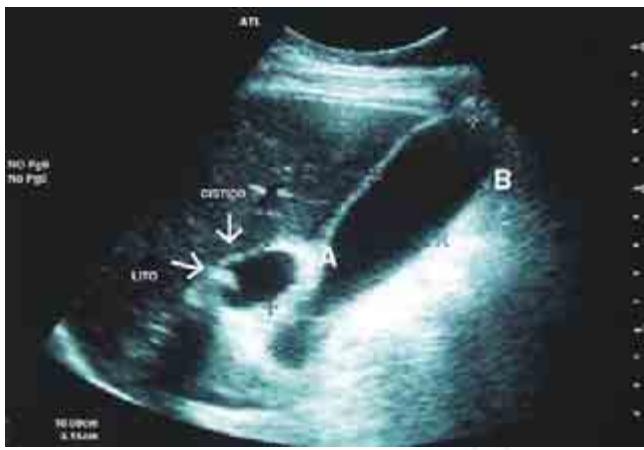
Ultrasonido hepatobilial reportando: Cálculo enclavado en la bolsa de Hartmann ejerciendo compresión extrínseca sobre la vía biliar, vesícula distendida.
